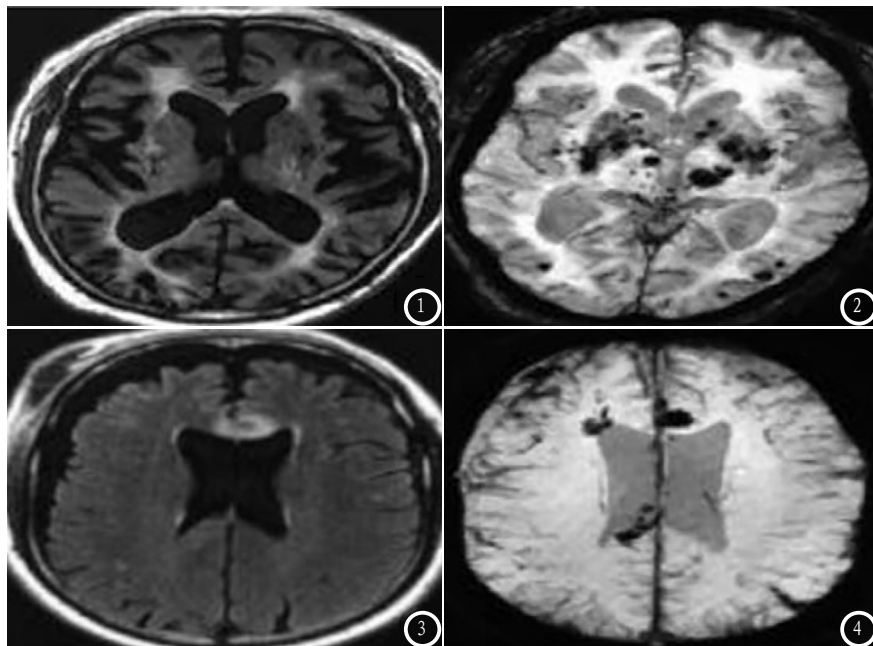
患者女，59岁，高血压，头晕，多发腔梗并微出血灶，图1：T₂FLAIR序列，示双侧基底节区、双侧脑室旁见多发腔梗及脱髓鞘病变，无明确微出血灶；图2：SWI序列，示双侧基底节区、双侧丘脑及双侧枕叶皮层多发低信号微出血灶。图3-4 患者男，48岁，有外伤昏迷史，弥漫性轴索损伤，图3：T₂FLAIR，示脑干膝状部、压部、右侧额叶见斑片状高信号；图4：SWI，示脑干膝状部、压部、右侧额叶、右侧脑室前旁角、左侧顶叶见斑片状低信号，病变数目明显多于平扫。
